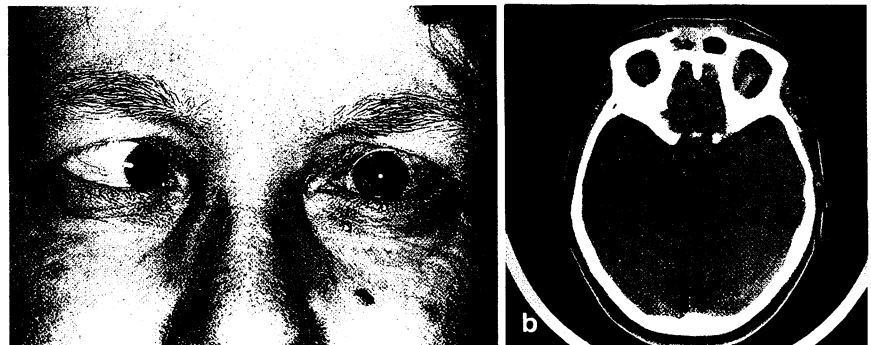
Pat. W. E., weibl., 53 J., Zustand nach Ablatio mammae vor 6 Jahren wegen eines Mammakarzinoms, Schwellung im Stirnbereich. a Abduzensparese links und konjunktivale Gefäßinjektion. b Axiales CT. Destruktion der Stirnhöhle vorwiegend links. Keine Operationsindikation
